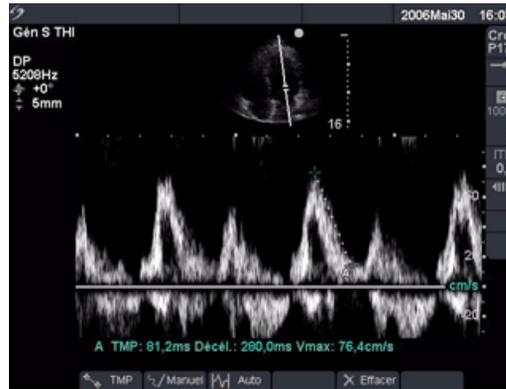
Tracé Doppler avec deux mesures de vitesse
